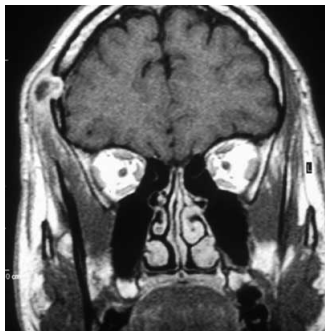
MRT der frontoparietalen Läsion rechts
